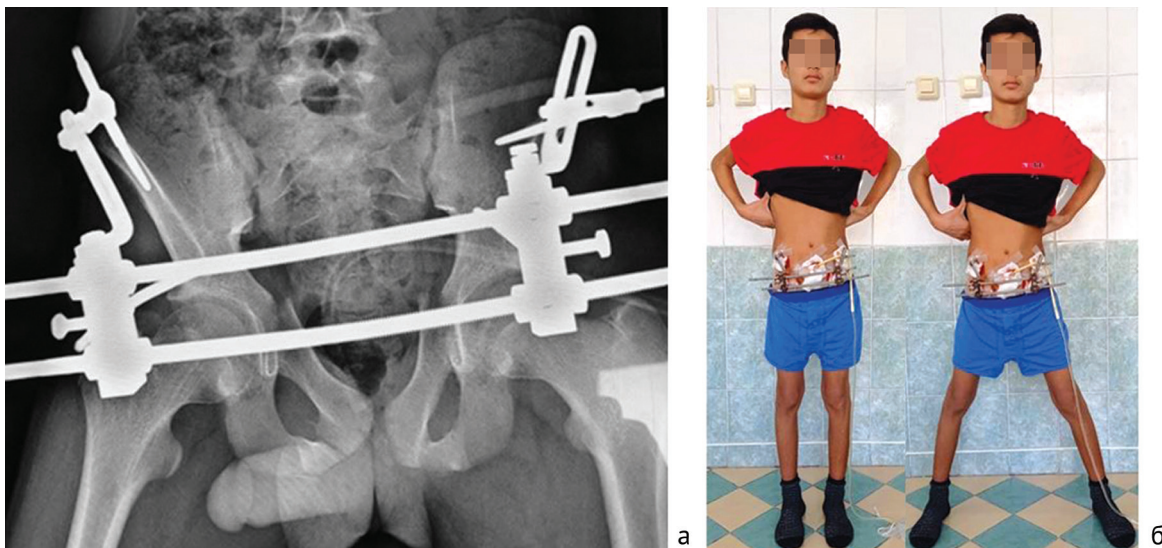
Период восстановительного лечения: а — рентгенограмма таза с фиксацией АВФ; б — фото в процессе лечения, занятия ЛФК
